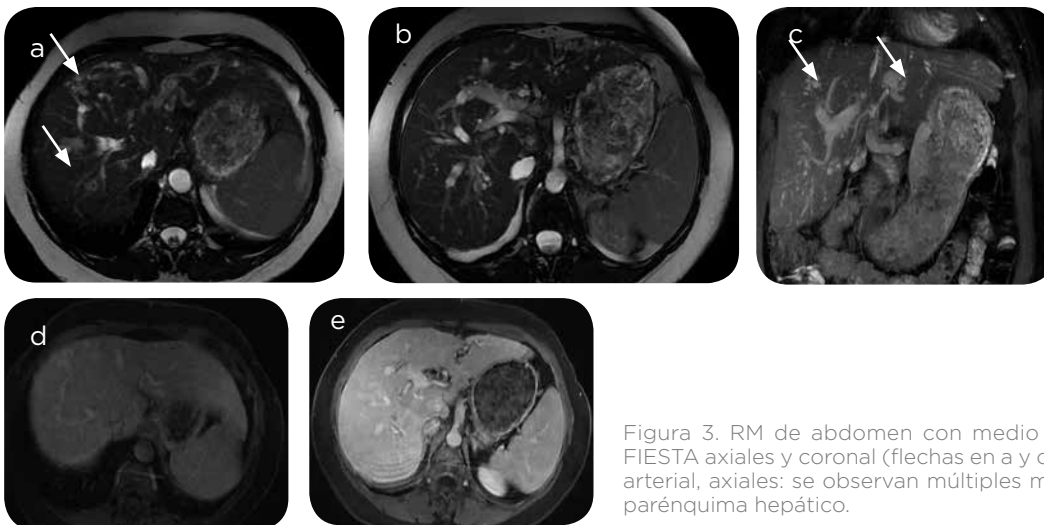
RM de abdomen con medio de contraste. a-c) secuencias FIESTA axiales y coronal (flechas en a y c). d-e) T1+Gd dinámicas en fase arterial, axiales: se observan múltiples malformaciones vasculares en el parénquima hepático.
